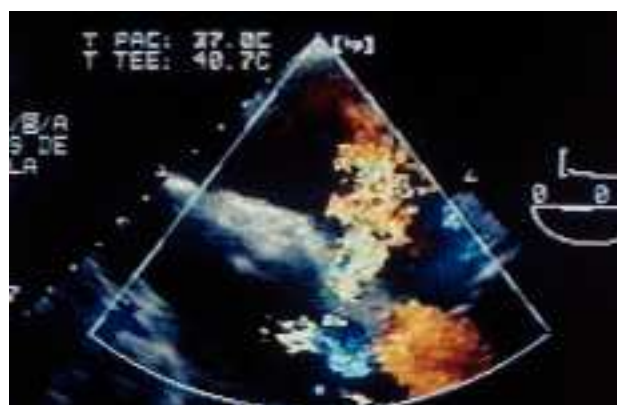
Ecocardiografía transesofágica multiplano. Imagen Doppler color donde se evidencia el *shunt* derecha-izquierda a través del foramen oval permeable durante el acto quirúrgico.
